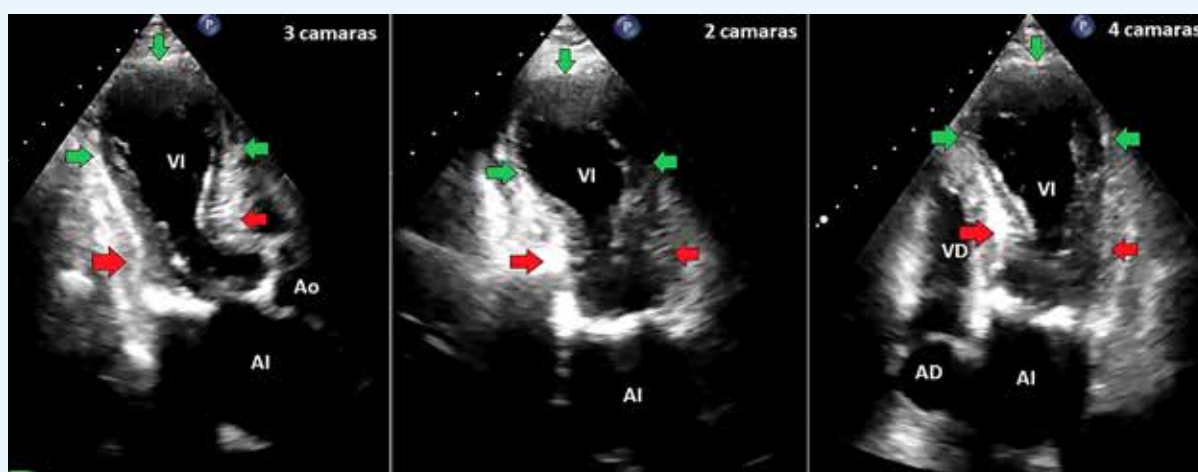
Ecocardiografía en vista apical de 3, 2 y 4 cámaras. Evidencia acinesia de las cara anterior, inferior, anteroinferolateral y anteroinferoseptal a nivel medial y apical (flecha verde) e hipercontractilidad basal (flecha roja) (patrón de Takotsubo). AD: aurícula derecha. AI: aurícula izquierda. Ao: aorta. VD: ventrículo derecho. VI: ventrículo izquierdo.
